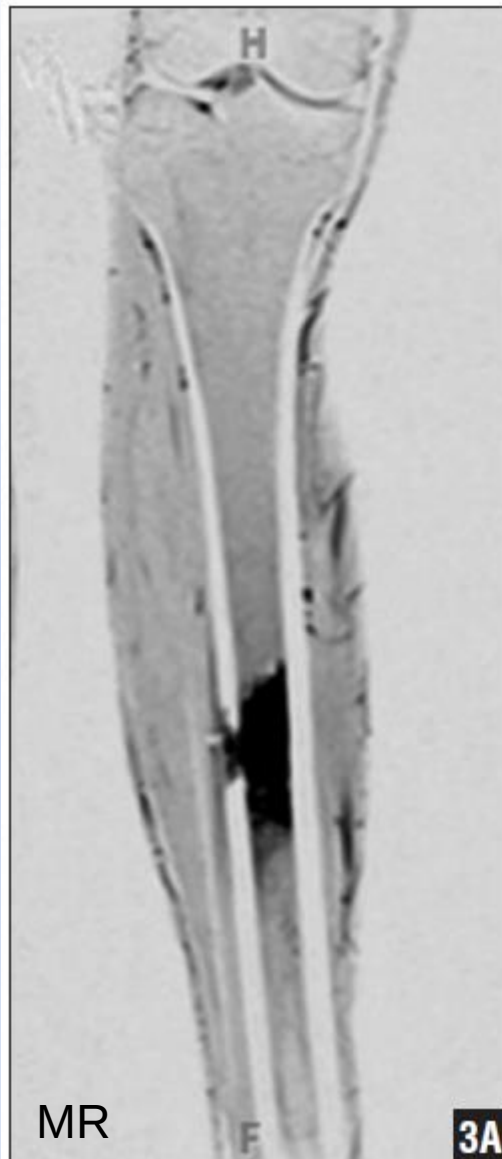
Features of diffuse tibial osteomyelitis as shown on coronal T1- (A) and T2-weighted (B) magnetic resonance images. Axial computed tomography scan revealing diffuse proximal femoral osteomyelitis (C) and axial magnetic resonance image showing type II osteomyelitis of the tibia (D).
